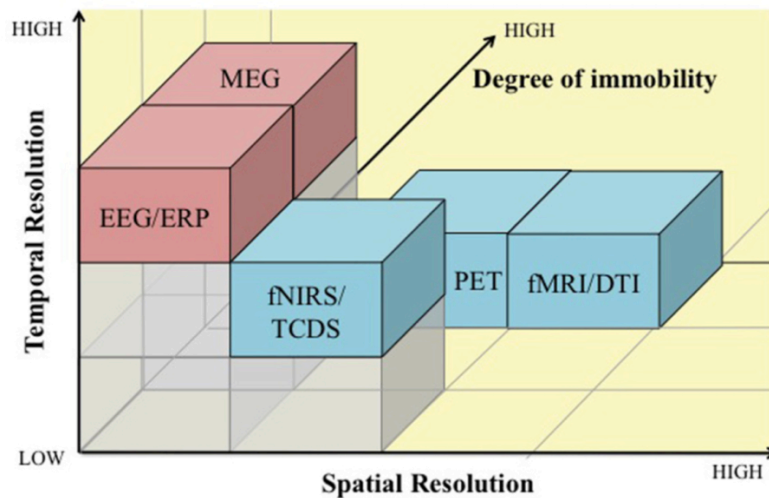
Comparaison entre les méthodes de mesure cérébrale (EEG/ERP, MEG, fNIRS/TCDS, PET et fMRI/DTI) sur la résolution spatiale (Spatial Resolution, la précision d'une mesure par rapport à l'espace), la résolution temporelle (Temporal Resolution, la précision d'une mesure par rapport au temps) et le degré d'immobilité (Degree of immobility). Figure tirée de (iMotions 2015).
